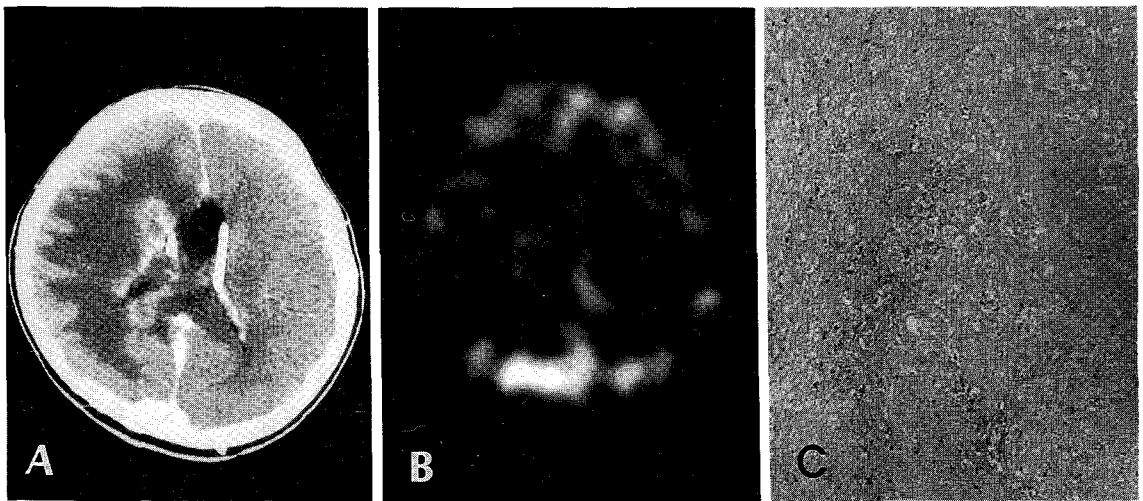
A 25-year-old woman who had resection and radiation therapy of a central neurocytoma 14 months before Tl-201 SPECT.
